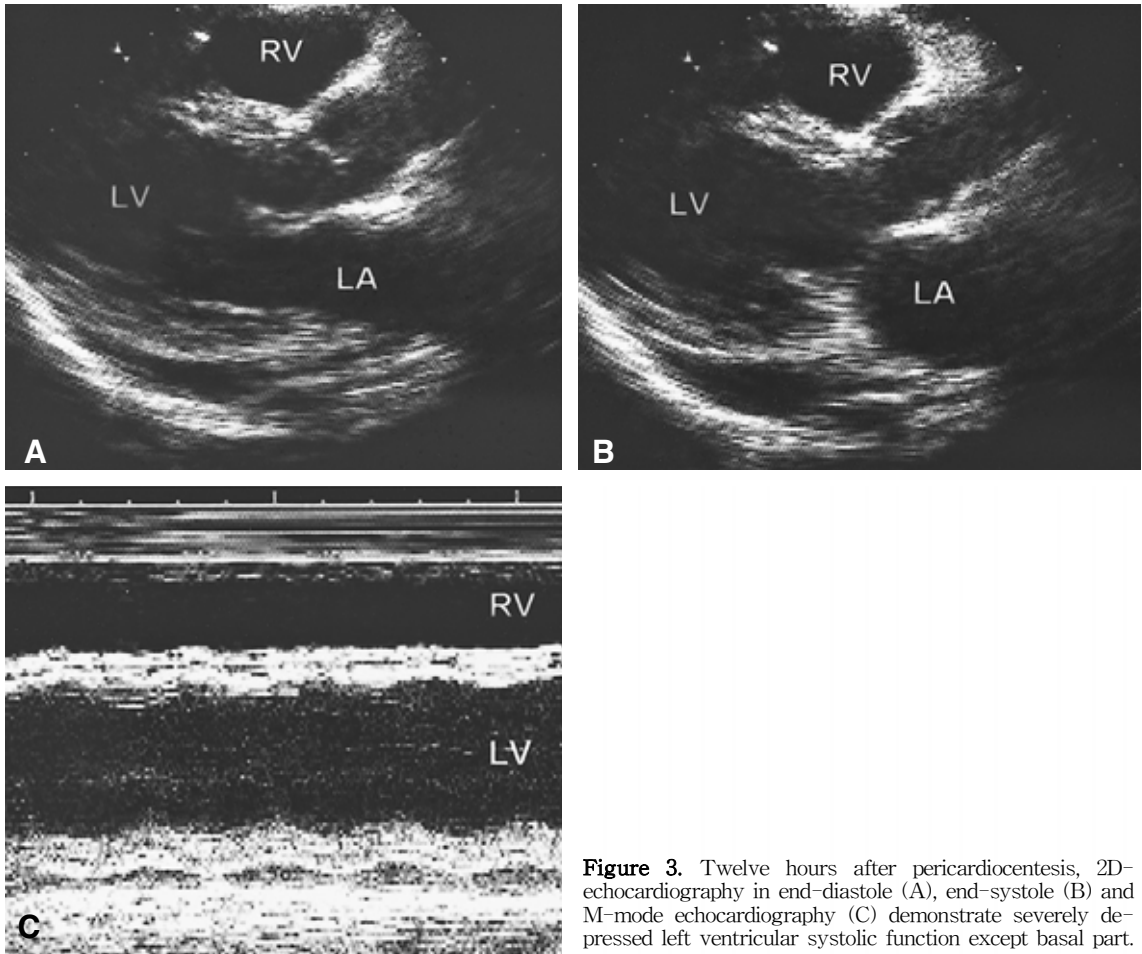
Twelve hours after pericardiocentesis, 2D-echocardiography in end-diastole (A), end-systole (B) and M-mode echocardiography (C) demonstrate severely depressed left ventricular systolic function except basal part.
